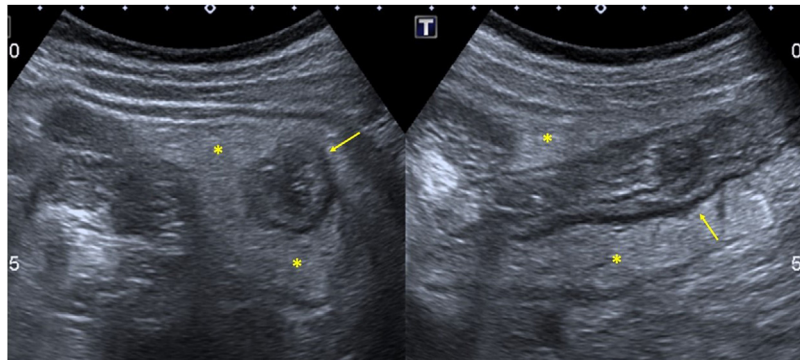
Engrosamiento de la pared de colon descendente. Imagen de ecografía en la que se observa engrosamiento de las paredes de colon descendente (flechas) con aumento de la ecogenicidad de la grasa pericólica (asteriscos) por cambios inflamatorios.
